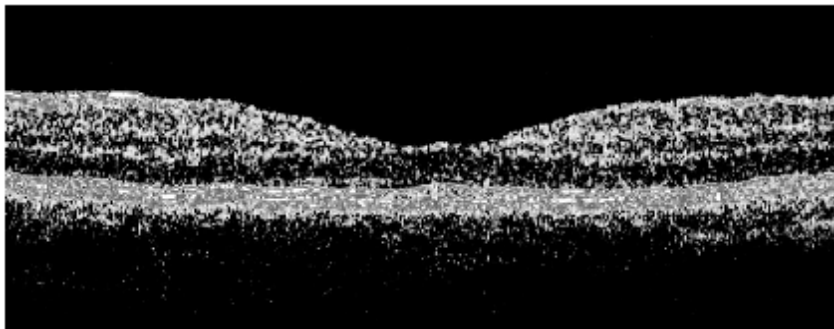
Tomografia de Coerência Óptica de mácula normal.
